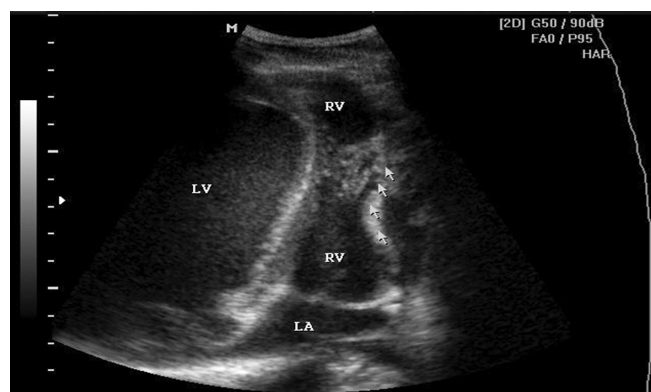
Эхокардиограмма 4. В выраженной деформация правого желудочка за счет компрессии сердца со стороны грудинно-реберного комплекса. Отмечается изменение геометрии правого желудочка по типу «гантелеобразной». Зона наибольшей деформации отмечена стрелочками. Повышена трабекулярность правого желудочка
